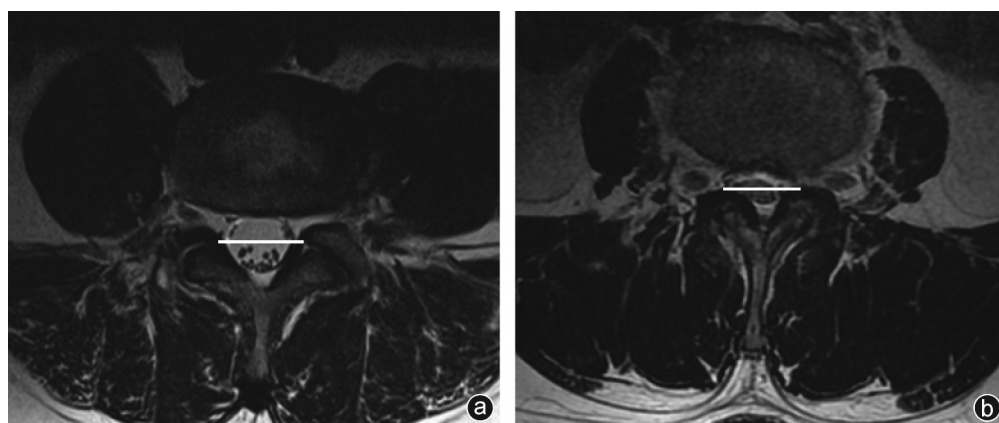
MRI 横断面 T2WI 像上,作一横线将椎管内硬膜囊横截面均分为腹侧和背侧两部分 a: NRS 阴性,除本节段离开硬膜囊的神经根外,其余马尾神经束均位于椎管背侧;b: NRS 阳性,除本节段离开硬膜囊的神经根外,部分马尾神经束位于椎管腹侧
